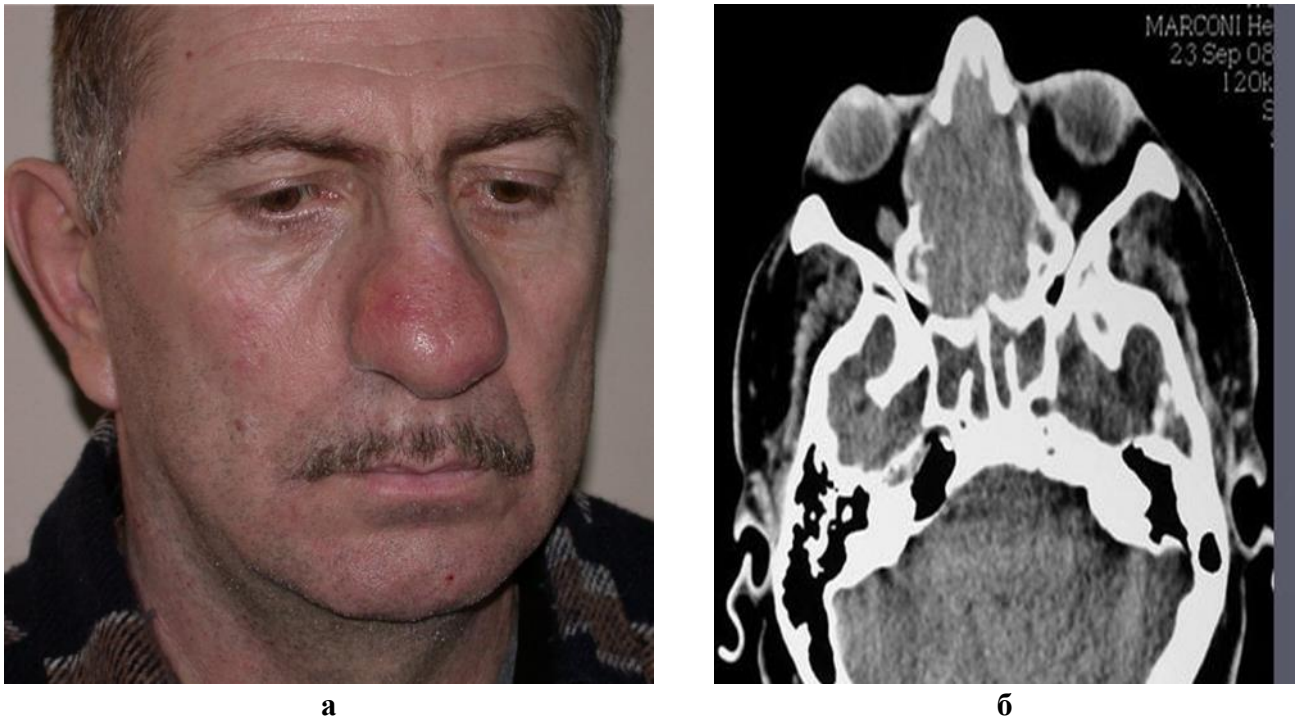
(а) внешний вид и (б) КТ пациента с ЭНБ полости носа. Опухоль обтурирует просвет правого носового хода, разрушает хрящи, перегородку носа, распространяясь на другую половину носа, деформирует наружный нос
